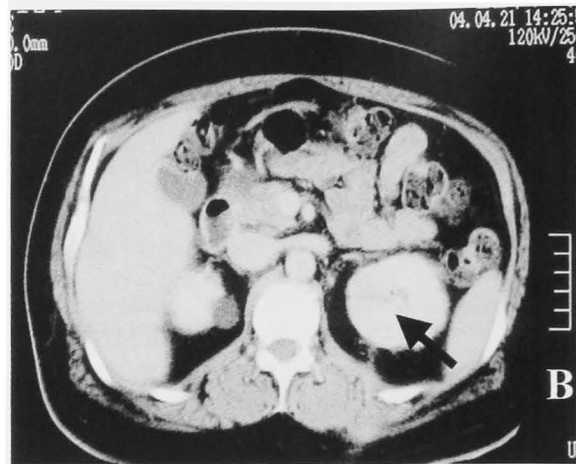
Contrast enhanced CT shows low density area without a gas shadow after evulsion of drain (arrow).
